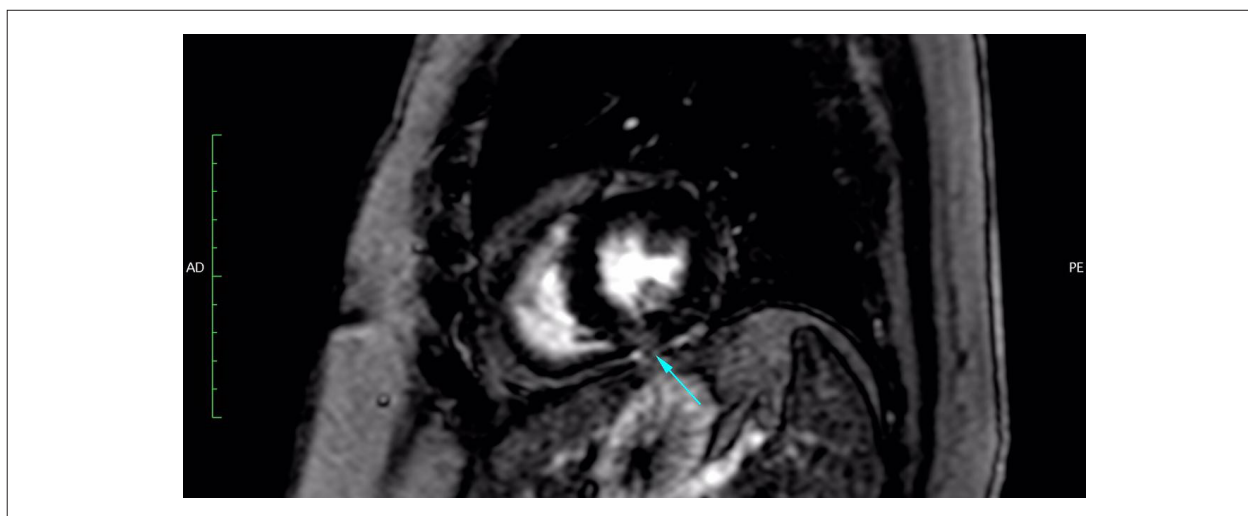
Eixo curto: realce tardio ventricular esquerdo com gadolínio na ressonância magnética cardíaca. Observa-se realce tardio epicárdico (seta).
